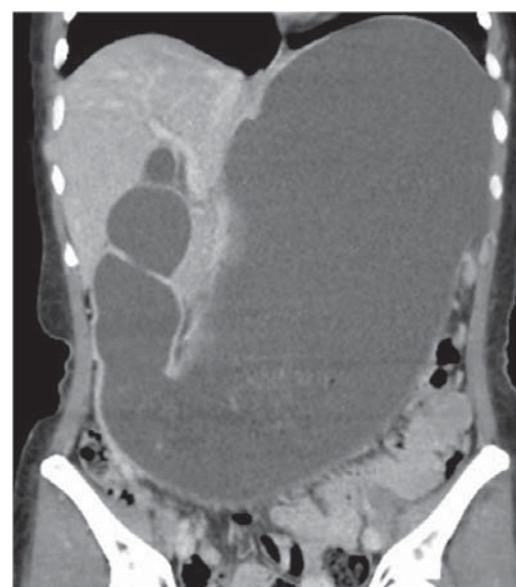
Tomografía abdominal con dilatación gastro-duodenal importante.
